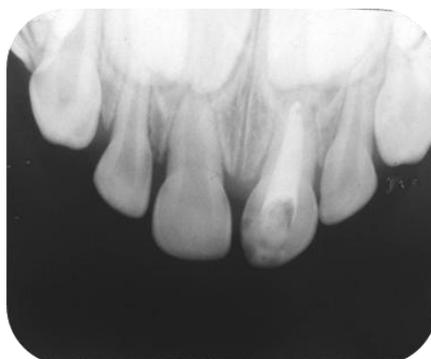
Observa-se uma condição de normalidade na região periapical.
